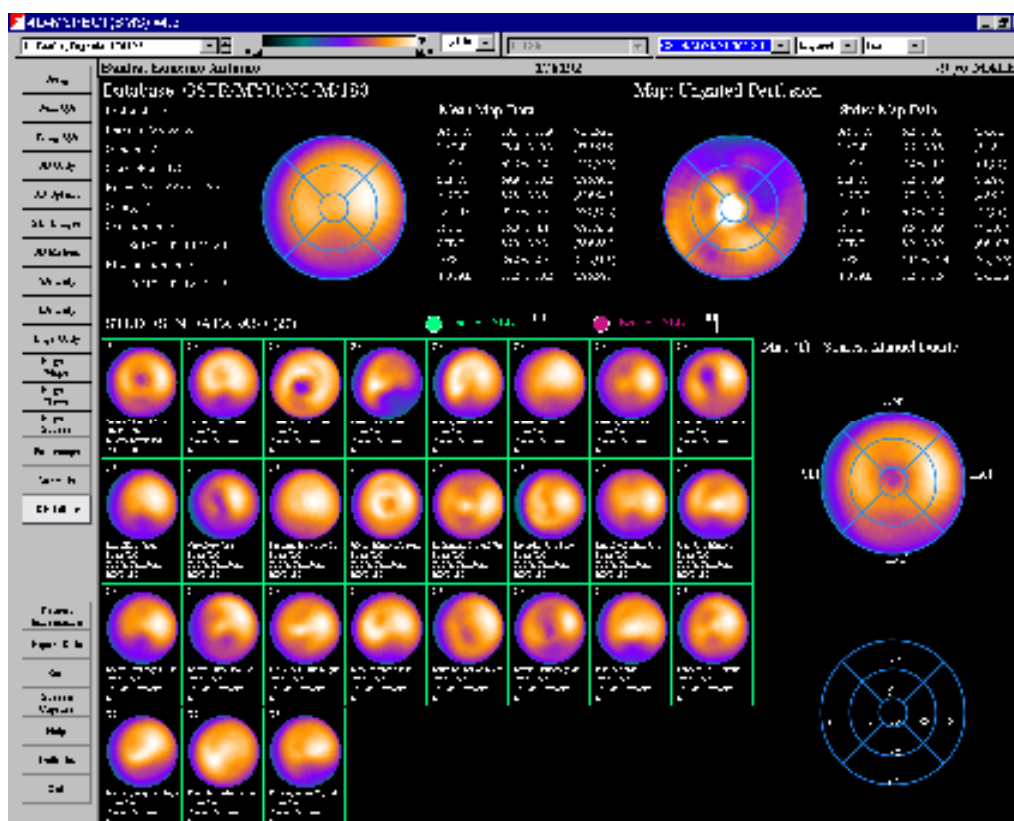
BD GSTR/MYO/NC/M/180 de indivíduos saudáveis do género masculino, criada no programa 4D-MSPECT para estudos de CPM com esforço-gated e repouso não gated do SMN da Clínica Quadrantes.
